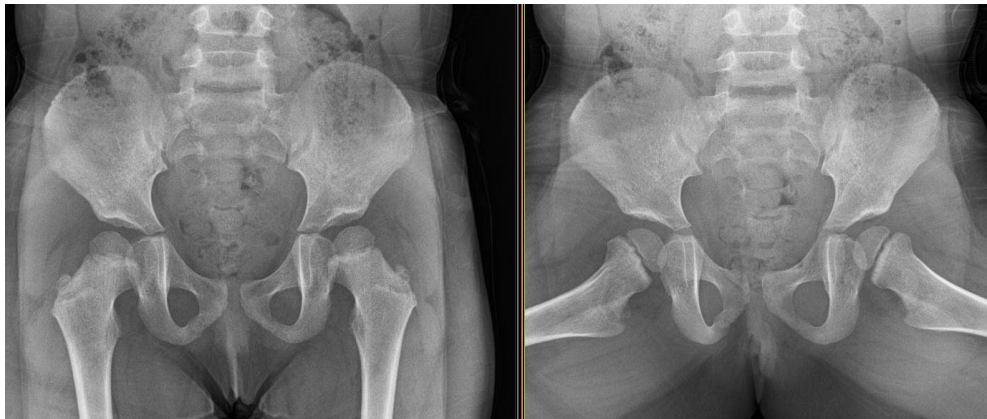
6 Aylık Abduksiyon Ortezi Başlandıği Grafisi
